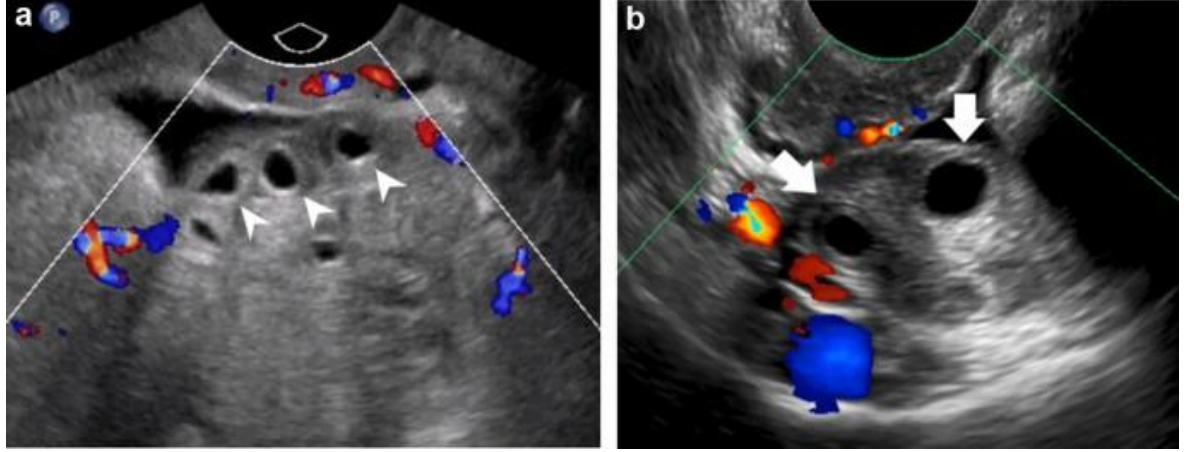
Transabdominal ultrasonografide tek taraflı over torsiyon görüntüsü [70].
